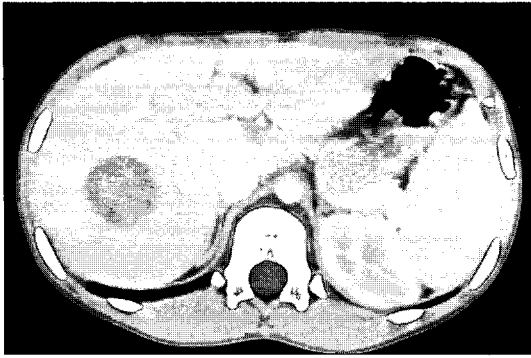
Abdominal computed tomography shows a well defined low attenuated mass with perilesional enhancement and central high attenuation foci in the right lobe of the liver.
